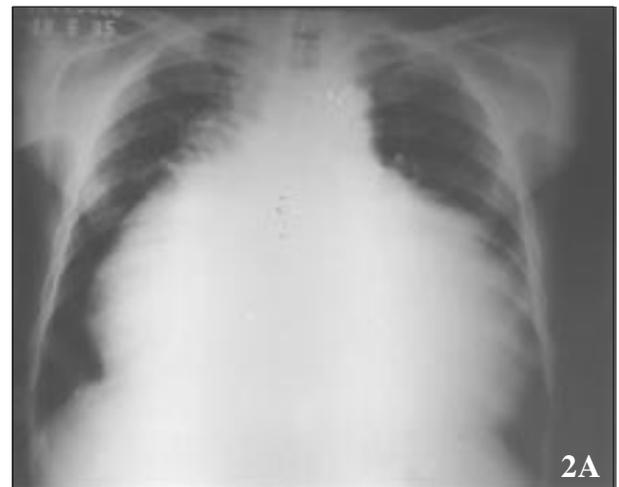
Radiografia de tórax - A) cardiomegalia às custas de átrio direito, com índice cardiotorácico=0,9; B) no perfil, porção retroesternal inferior clara e superior preenchida.
